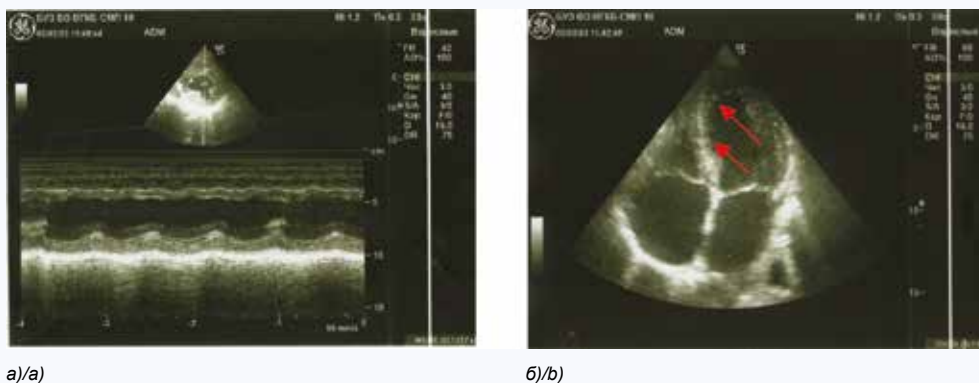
Эхокардиография пациентки П.: а) М-режим, парастеральная позиция, длинная ось левого желудочка, гипокинез переднеперегородочных отделов левого желудочка (стрелки); б) апикальная четырехкамерная позиция, В-режим, гипокинез переднеперегородочных отделов левого желудочка (стрелки)
